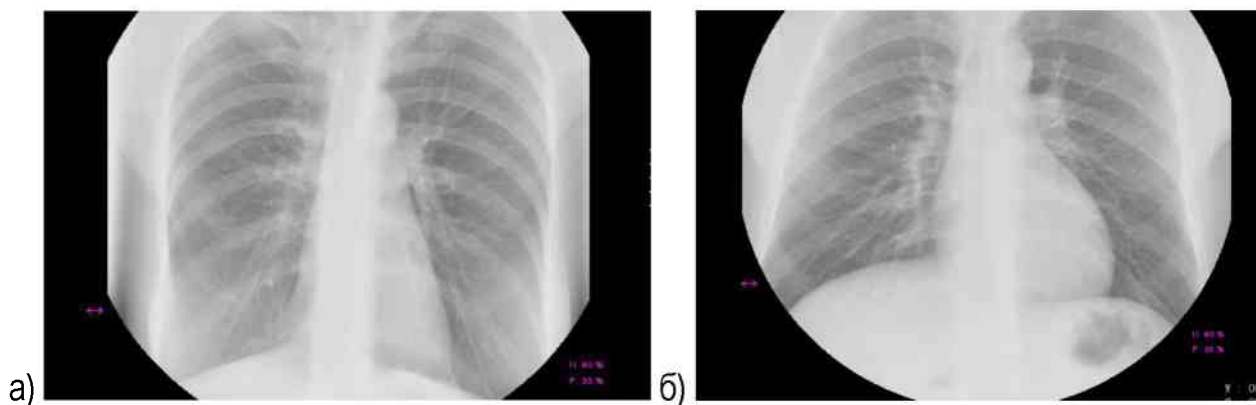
Рентгенография органов грудной клетки пациента: а) в норме; б) с параличом купола диафрагмы справа правое легкое оттеснено вверх, легочный рисунок усилен, что может быть проявлением хронического бронхита
